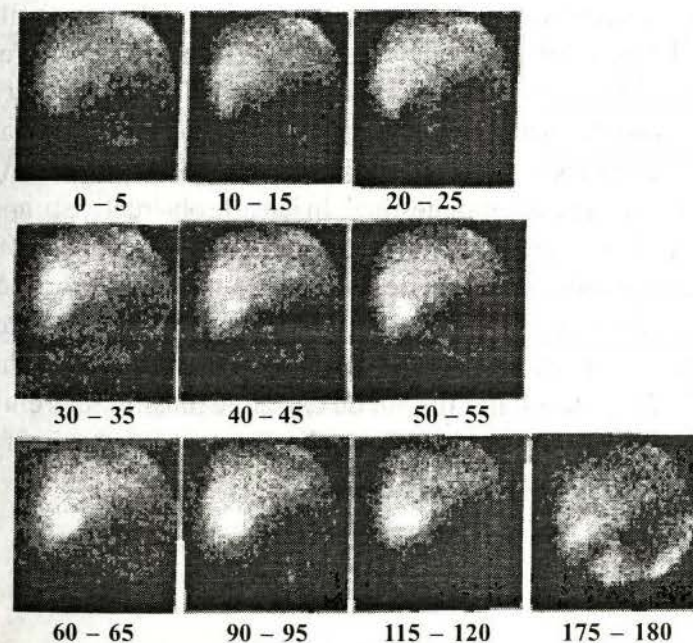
Scintigrafia dinamică a sistemului hepatobiliar. Secvențe scintigrafice în diferite perioade de timp (în minute).
